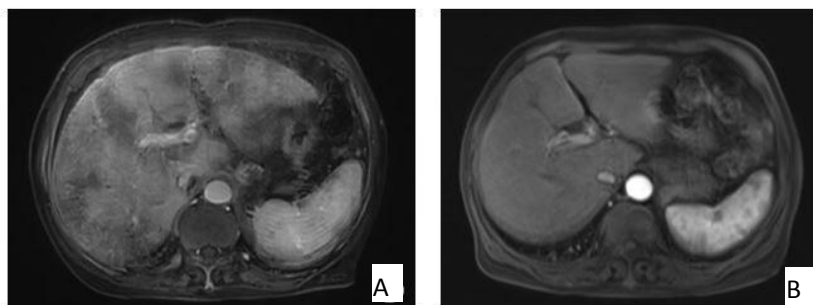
患者肝脏增强磁共振(magnetic resonance, MR) + MRCP
